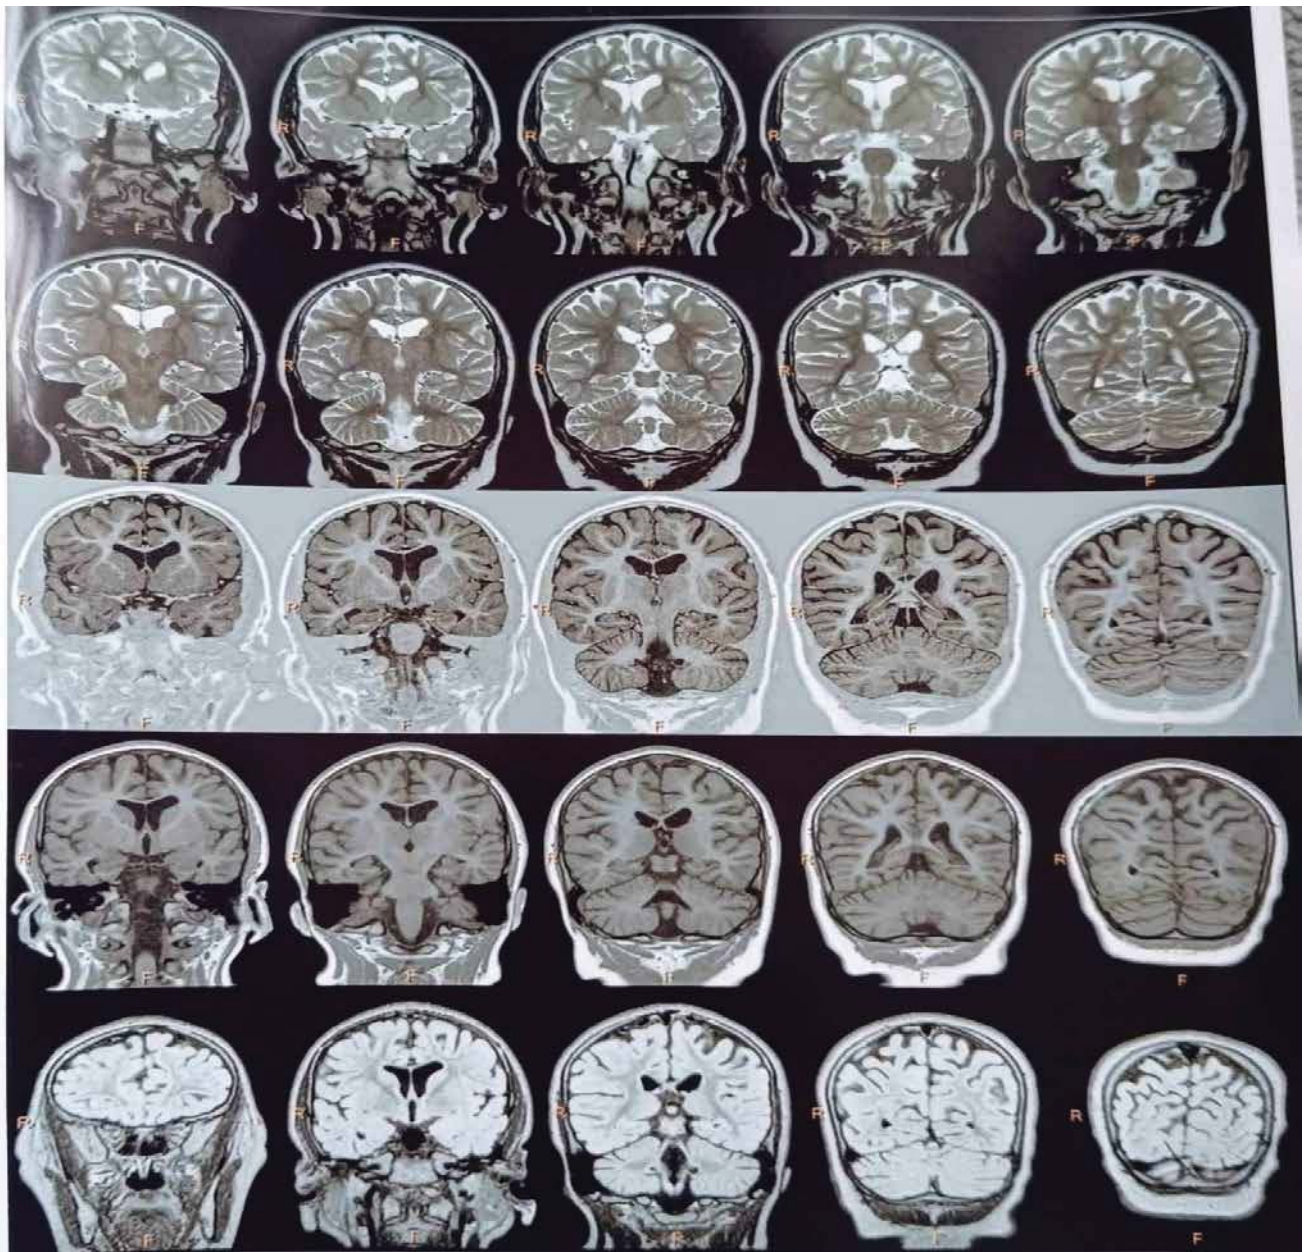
Нейровізуалізаційні характеристики прогресуючої стадії ВРАН (МРТ, 2025 р.)
